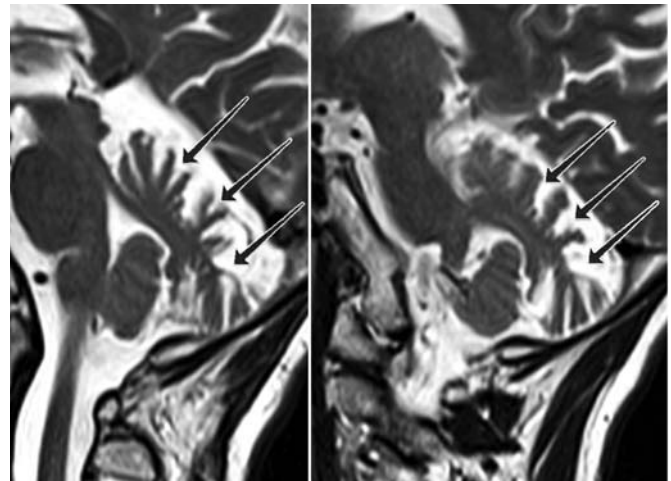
МРТ головного мозга, режим Т2, сагиттальная плоскость. Наблюдается уменьшение объема и истончение листков червя (преимущественно) и полушарий мозжечка, компенсаторное расширение близлежащих отделов субарахноидального пространства (стрелки)
